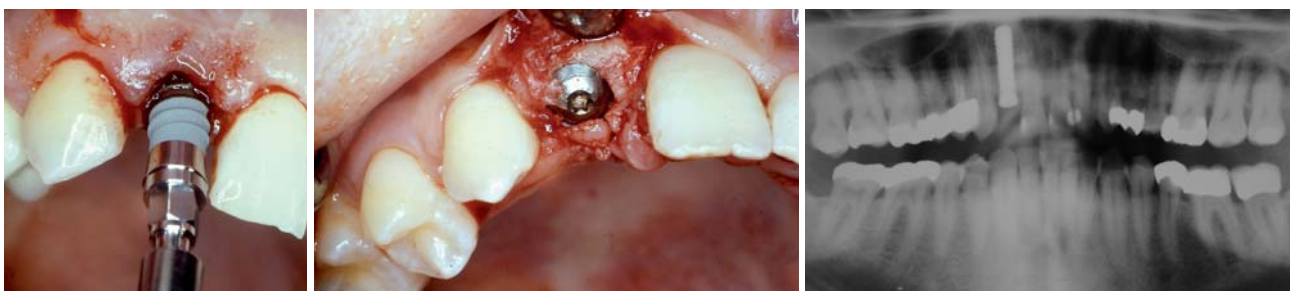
Einbringen des künstlichen Zahnpfilers. – Abb. 5: Das Straumann-Implantat ist inkorporiert. – Abb. 6: Kontrollröntgenbild post implantationem.
